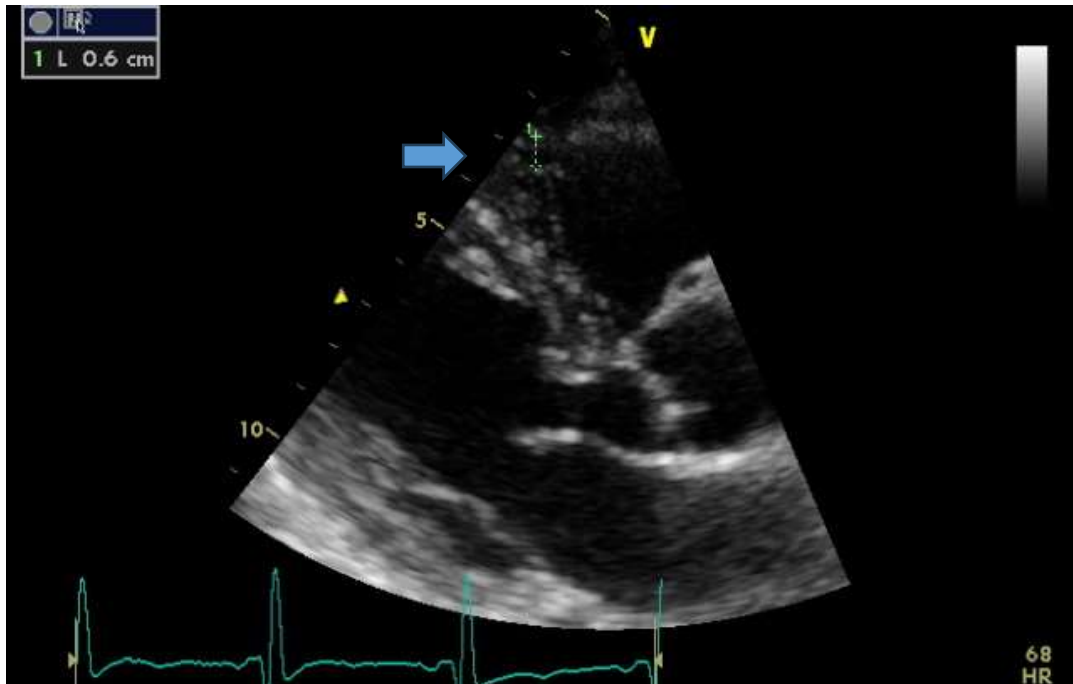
Ecocardiograma transtorácico mostrando área de tecido adiposo epicárdico na parede livre do ventrículo direito (vide seta).
